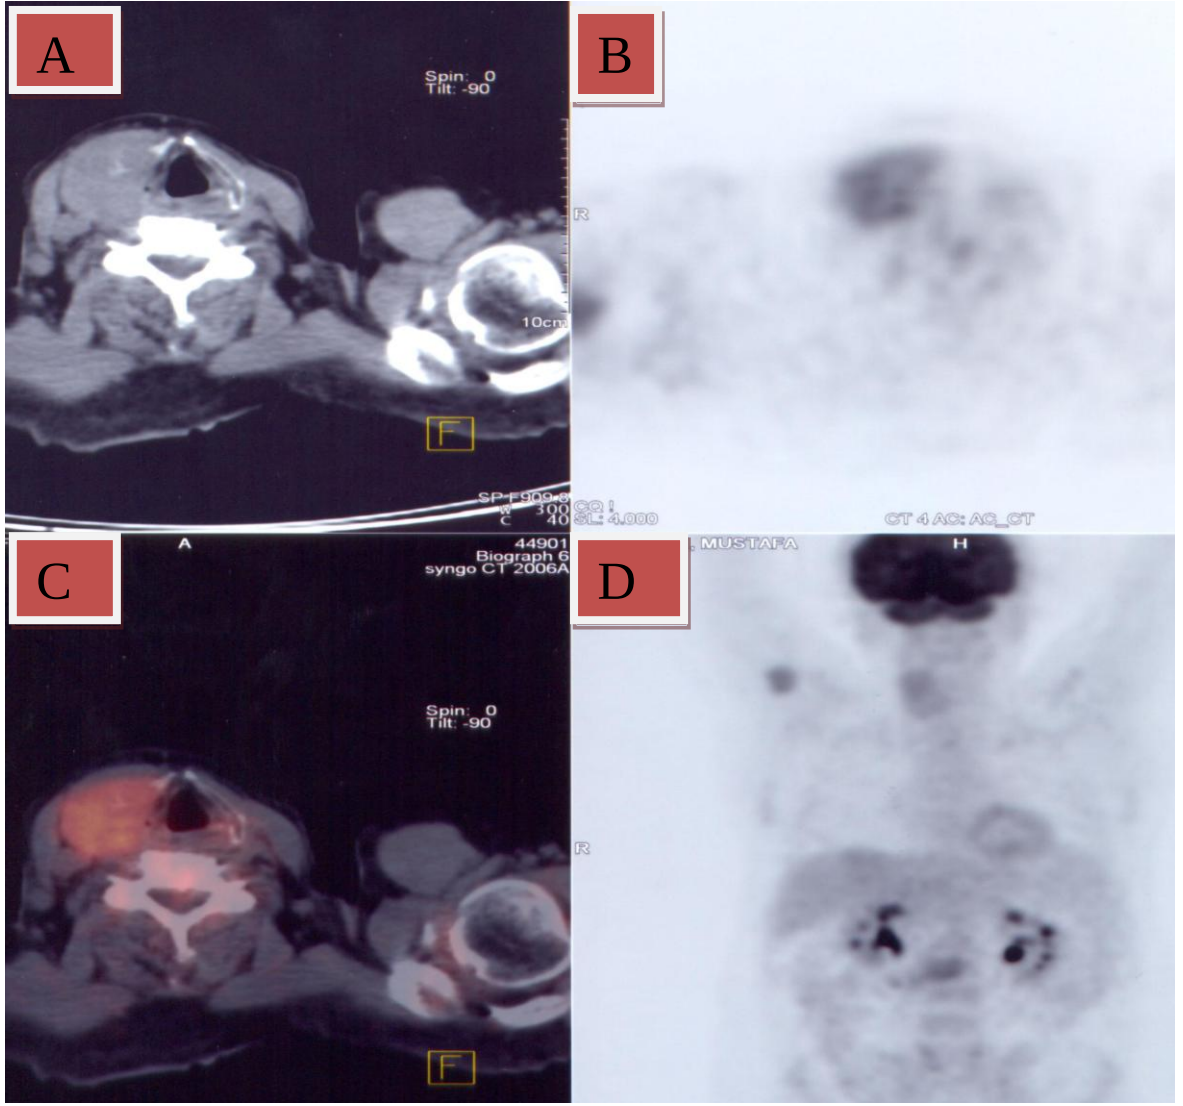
47 yaşında, kadın hasta, Tiroid USG incelemede sağ lobda 31x20 mm kistik dejenerasyon alanları içeren izoekoik solid nodül mevcuttur. BT görüntülerinde özellik izlenmedi (A). PET ve füzyon görüntülerinde sağ lobda fokal hiperaktif alan mevcuttur (B,C,D). SUV max değeri 6,7'dir. İİAB sonucu folliküler neoplazi kuşkusu olan olgu, postoperatif folliküler karsinom tanısı almıştır.
